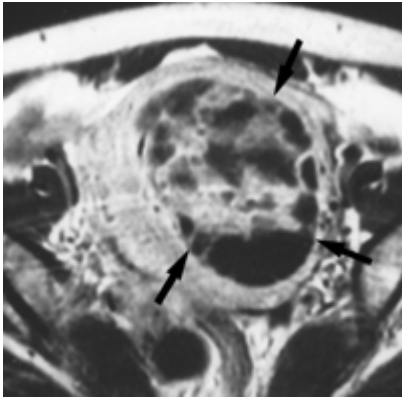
Coupe axiale d'IRM en T1. Masse hétérogène avec des septas réhaussés par le PDC (SSE de bas grade)
